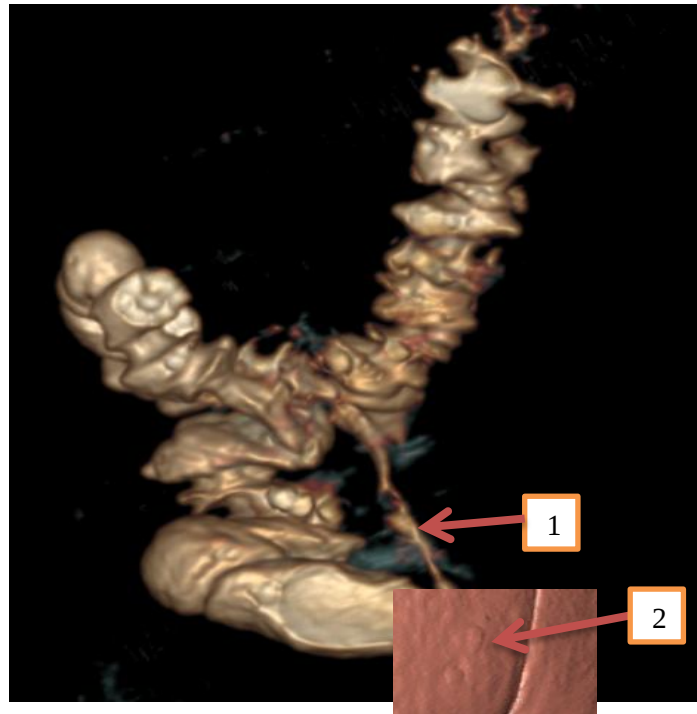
КТ-колонография, фистулография, 3D-модель пациента И., 51 год. В нижнем сегменте сигмовидной кишки определяется свищевой ход, открывающийся во внутренне-нижний квадрант ягодичной области – стрелка 1, наружные свищевые отверстия – стрелка 2.
